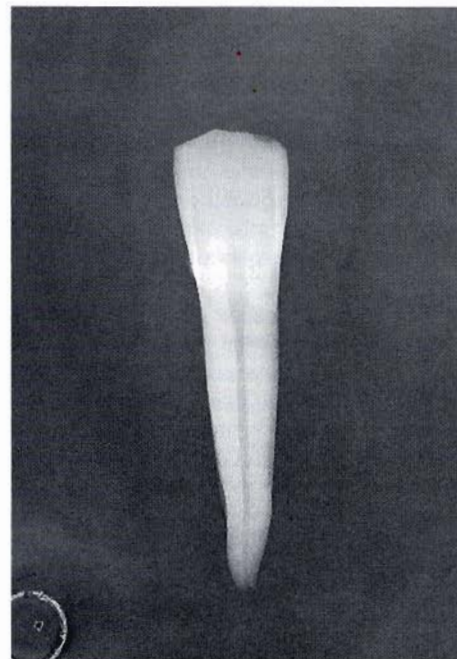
L'elemento dentario della Fig. 3 visto all'esame radiografico secondo una proiezione "naturale".
